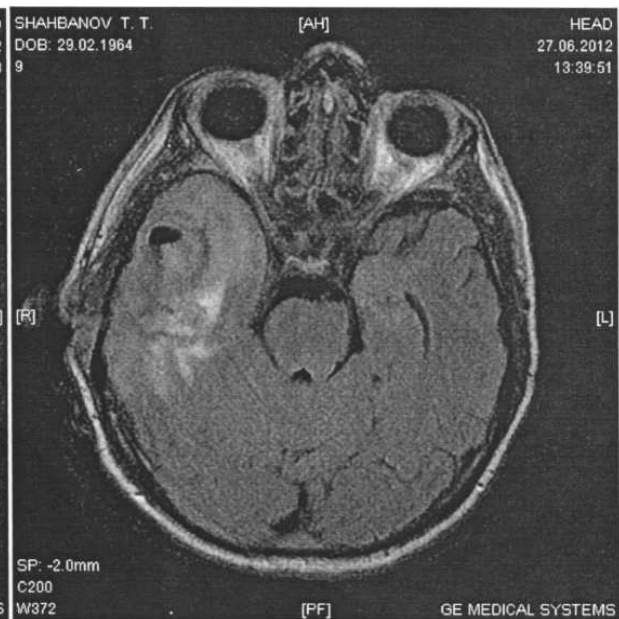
МРТ больного Ш. от 27.06.2012 г.: в области височной доли определяется очаг с наличием жидкости
